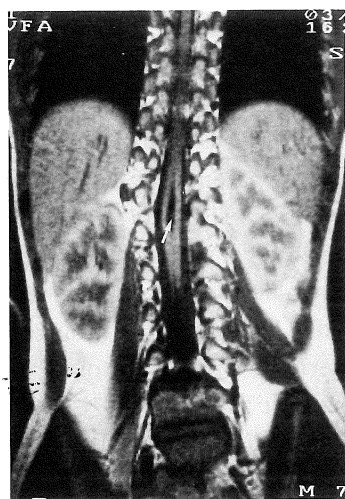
MRI (SE : 500/33ms) Duplicated portion of the spinal cord is distinctive on the coronal section. The fibrous band is shown as a high-intensity in the center of the duplicated spinal cord (arrow).
